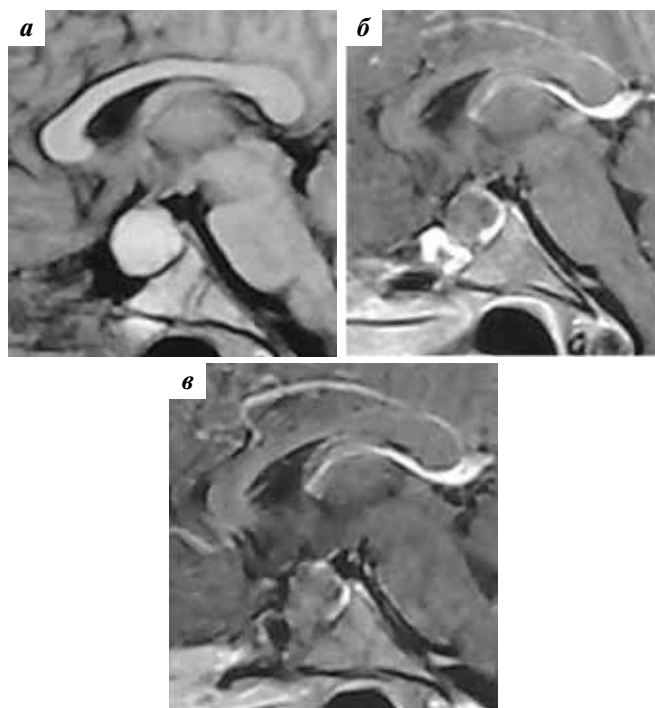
Пример стабильного состояния краниофарингиомы после трансназального опорожнения: а — магнитно-резонансная томография (МРТ) до трансназальной операции; б — МРТ через 1,5 года после трансназальной операции; в — МРТ через 2,5 года после трансназальной операции
